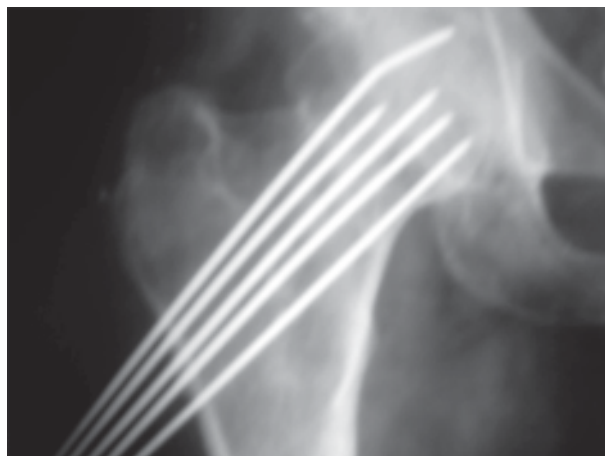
Рентгенограмма после операции.
